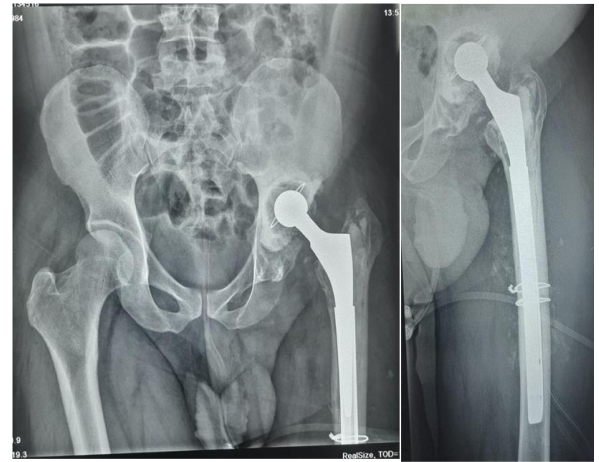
Radiographie de contrôle postopératoire après révision prothétique (Cotyle en polyéthylène cimenté, tige encastrée dans la quille obtenue avec le clou scié et ostéosynthèse par double cerclage au fil d'acier).
